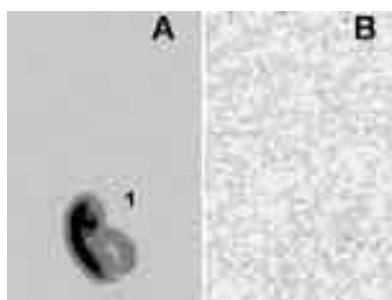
Данные сцинтиграфии на 4 сутки моделированной обтурационной непроходимости кишечника. А – Динамическая сцинтиграфия. Суммационная сцинтиграмма за 4 часа исследования: 1 – БРП в месте введения (кишечник). В – Статическая сцинтиграфия после экстирпации кишечника: экстраинтестинальных очагов накопления БРП не визуализируется. Бактериальной транслокации нет.
